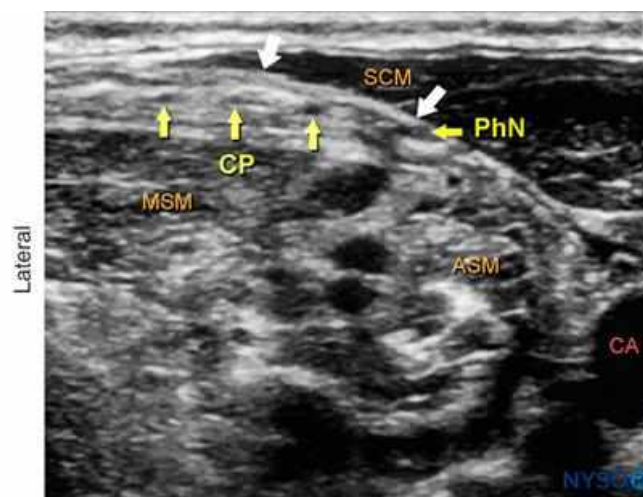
Sonoanatomia del plesso cervicale con visione ecografica trasversale. Le branche del plesso cervicale (CP) sono indicate dalle frecce gialle. Le frecce bianche indicano la fascia cervicale profonda. Sia il nervo frenico (PhN) che l'arteria carotide (CA) sono visualizzati in questa scansione ecografica.
